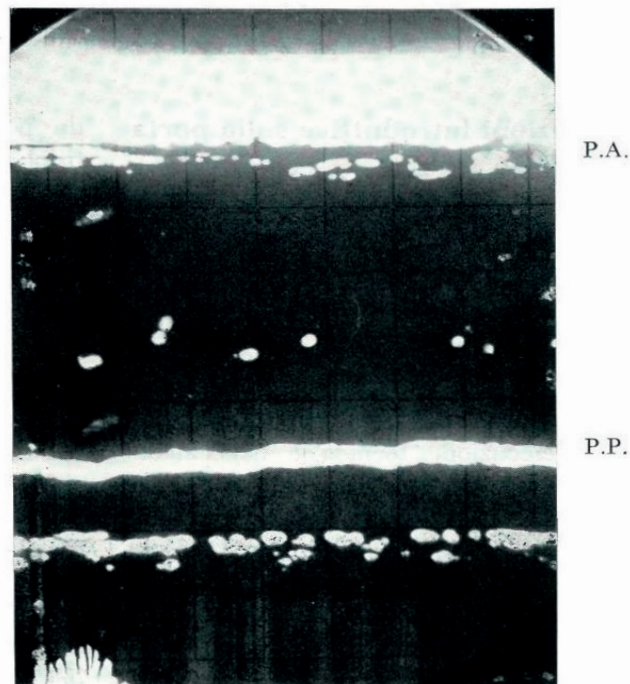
Rilievo mediante gli ultrasuoni degli echi della parete anteriore e posteriore del ventricolo sinistro. A) posizione della sonda ultrasonica sulla parete toracica anteriore all'altezza del 4° spazio intercostale sulla marginosternale sinistra. Sezione trasversa toracica a questo livello vista caudo-cranialmente: RV = ventricolo destro; LV = ventricolo sinistro. Sul fotogramma ecografico di lato: AW = eco della parete anteriore; PW = eco della parete posteriore del ventricolo sinistro (da Feigenbaum e coll.); B) esempio di rilievo della parete anteriore (P.A.) e posteriore (P.P.) del ventricolo sinistro in uno dei nostri pazienti (foto con polaroid). La distanza fra le due immagini ultrasoniche è misurabile in centimetri (nella foto la scala è 1:2).
